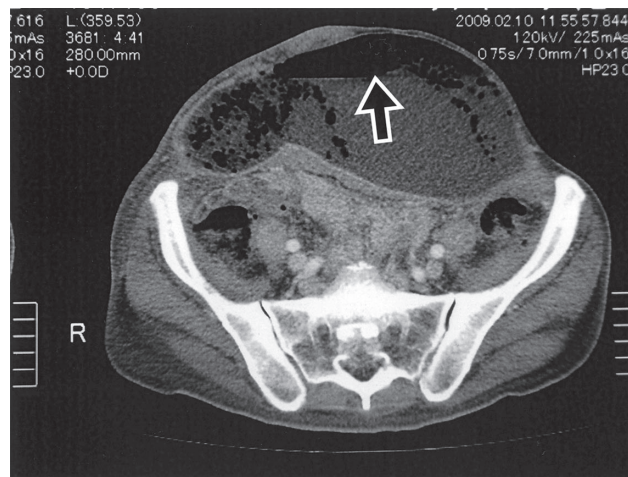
CT of case 2 revealing gas production in subcutaneous soft tissue of the abdomen (arrow)
